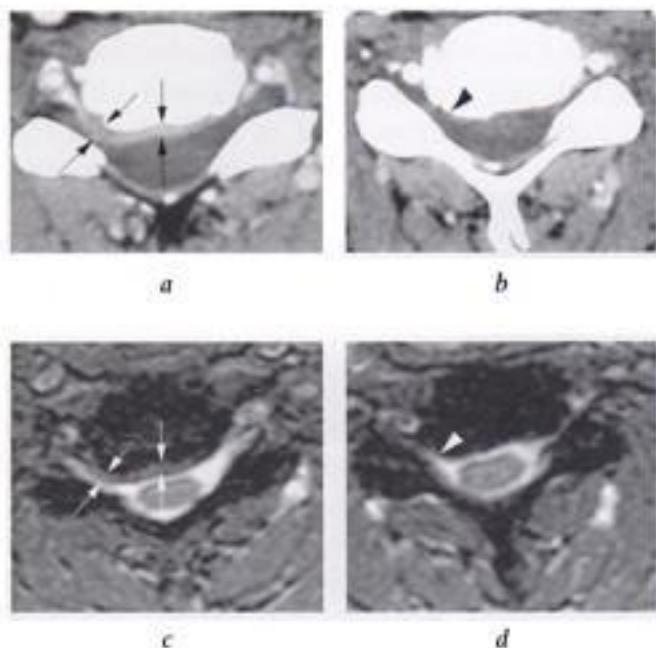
Corrélation IRM et TDM dans la distinction entre débord discal et ostéophytose au niveau cervical. TDM, coupes axiales après injection de produit de contraste au niveau de deux disques cervicaux inférieurs voisins chez le même patient (a, b). En a) : débord discal extensif de topographie médiane, postérolatérale et foraminale droite (flèches en a); en b) : débord ostéophytique postérolatéral et foraminal droit (tête de flèche en b). IRM, coupes axiales pondérées T2* correspondantes (c, d) réalisées au même niveau que a, b). En c) : le débord discal est visualisé sous la forme d'un discret liseré (flèches en c) de signal légèrement plus intense que le corps vertébral; en d) : l'ostéophytose est de signal comparable au corps vertébral (tête de flèche en d).
